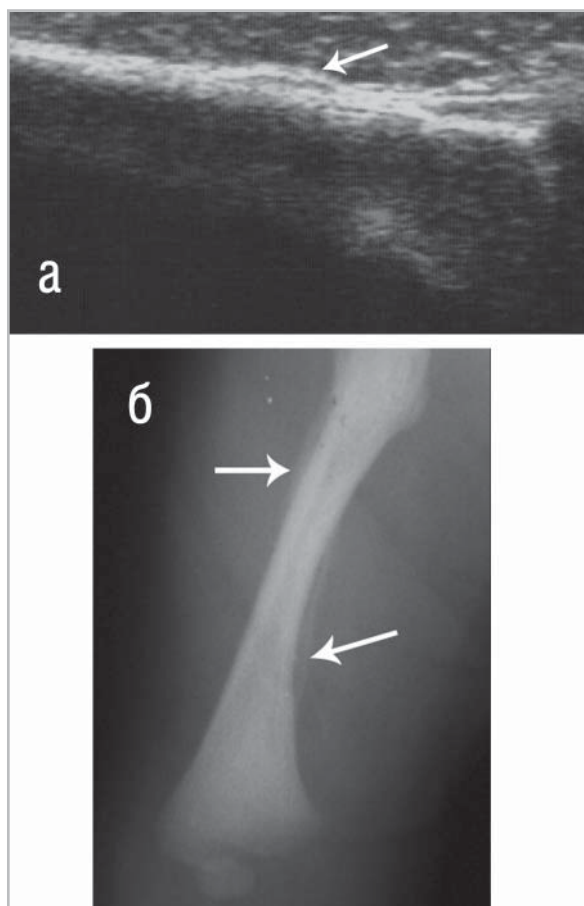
Эхограмма правой бедренной кости (а) ребенка 14 дней (продольное сканирование). Утолщение кортикального слоя с неровностью контура и неоднородностью его структуры и локальное утолщение гиперэхогенной надкостницы с утолщением подлежащего гипоэхогенного слоя (указано стрелкой). Рентгенограмма правой бедренной кости (б) того же ребенка с симптомом линейного периостита по в\З латеральной поверхности и с\З медиальной поверхности (указано стрелками)
